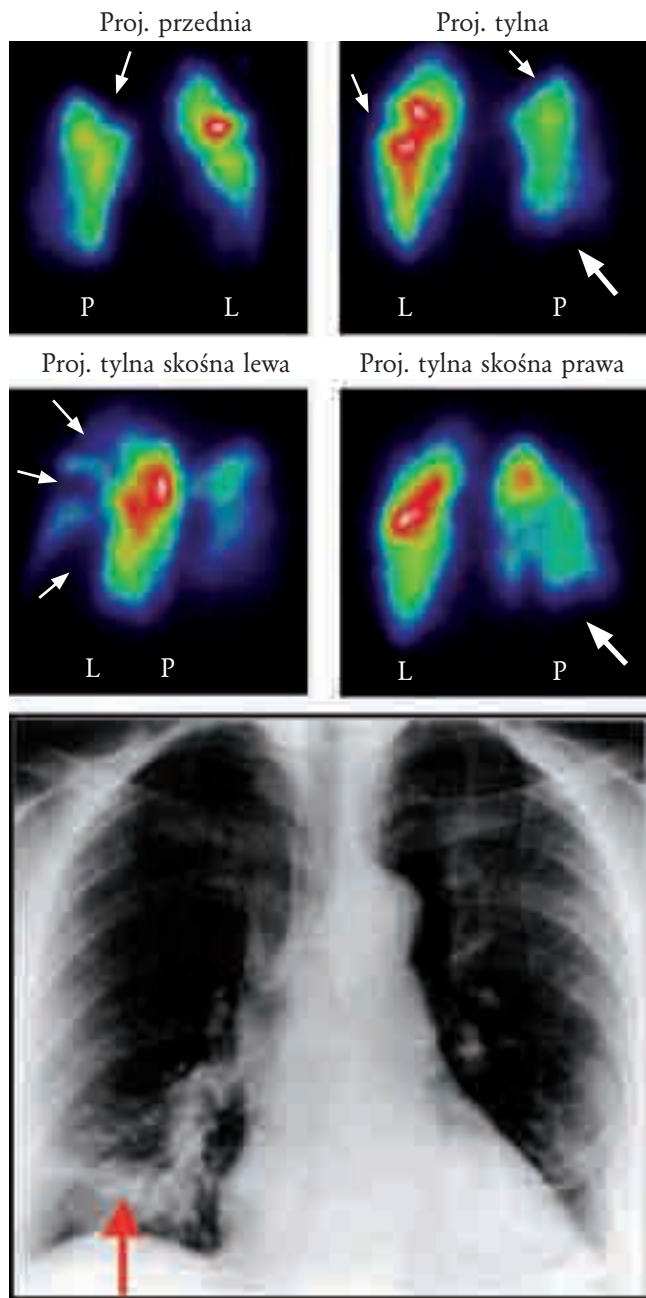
Zatorowość płucna – segmentowe ubytki perfuzji (strzałki) na scyntygramach, mimo prawidłowego zdjęcia RTG klatki piersiowej
